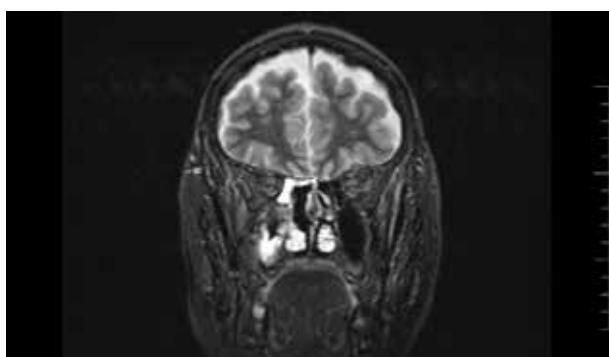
Resonancia magnética nuclear en secuencia t2 postoperatoria de paciente con fibrosarcoma etmoidal.
